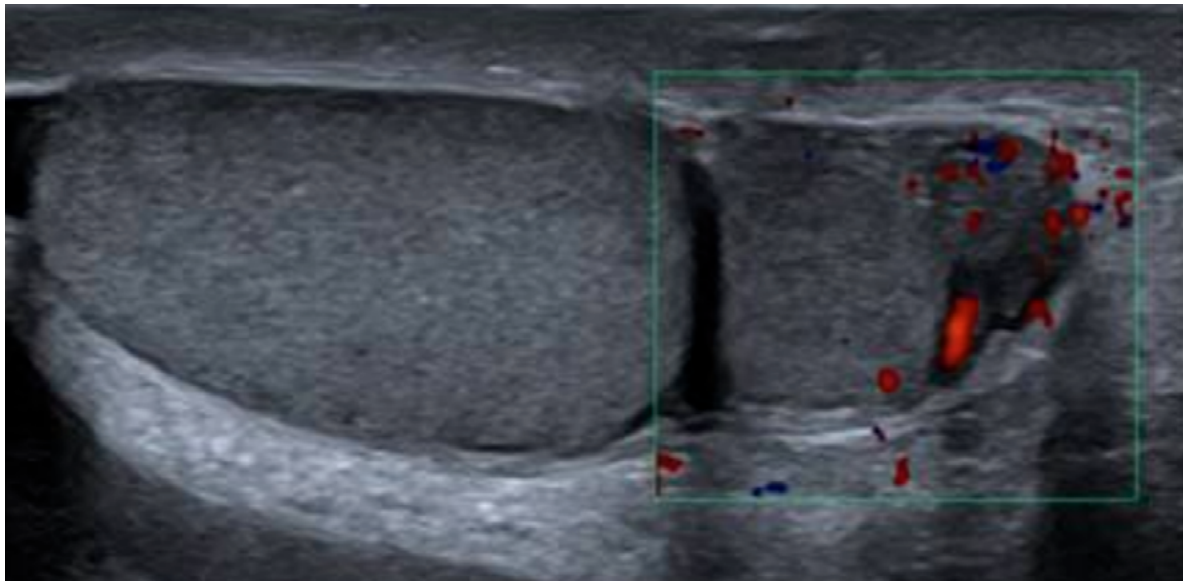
Ecografía escrotal.
